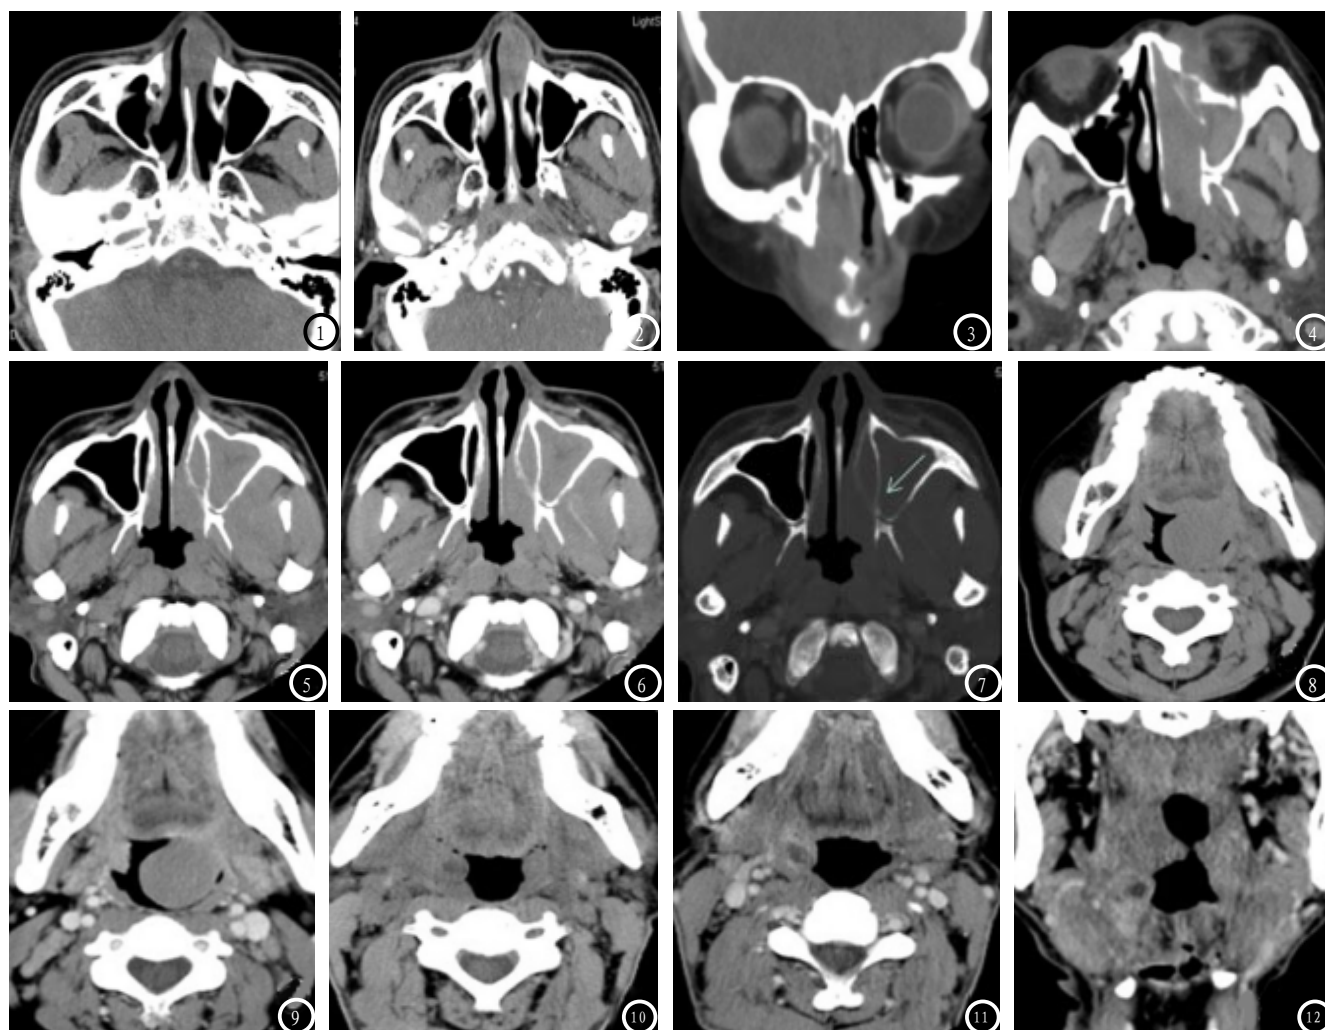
原发于鼻腔,图1-2为局限型,平扫(图1)左侧鼻腔前部见软组织密度肿块,呈膨胀性生长,累及鼻前庭;增强(图2)病变中度强化;图3-4为弥漫型,图3病变位于右侧鼻腔侵犯鼻前庭并累及右侧上颌窦和筛窦,鼻背部肿胀,鼻中隔骨质破坏;图4见病变在左侧鼻腔呈铸形弥漫性生长,侵及鼻前庭、鼻背、鼻窦及眼眶。图5-7 原发于鼻窦,CT平扫(图5)左侧上颌窦腔内见软组织密度病变,增强动脉期(图6)病变轻度均匀强化,骨窗(图7)见上颌窦壁骨质轻度破坏。图8-9 原发于咽扁桃体,CT平扫(图8)见类圆形软组织密度病变自咽扁桃体向咽腔内突出,边界清楚,增强动脉期(图9)病变轻度均匀强化。图10-11 原发于腭扁桃体CT平扫(图10)见右侧腭扁桃体诊断,可见低密度影,增强动脉期(图11)病变呈中度环形强化,坏死区无强化,右侧颈血管旁可见增大淋巴结。图12 原发于咽淋巴环,CT增强见咽腔变窄,咽淋巴环肿胀增厚,中度强化,病变内夹杂气体影。
